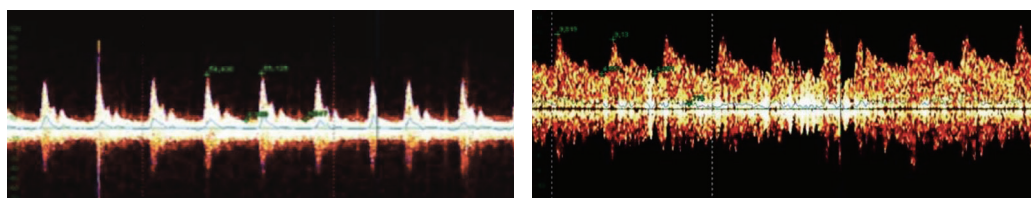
Допплерографическое отображение артериального (а) и венозного (б) типов кровотока (<https://minimax.ru/articles/surgery/use-of-intraoperative-doppler-minimax-k.html>)
